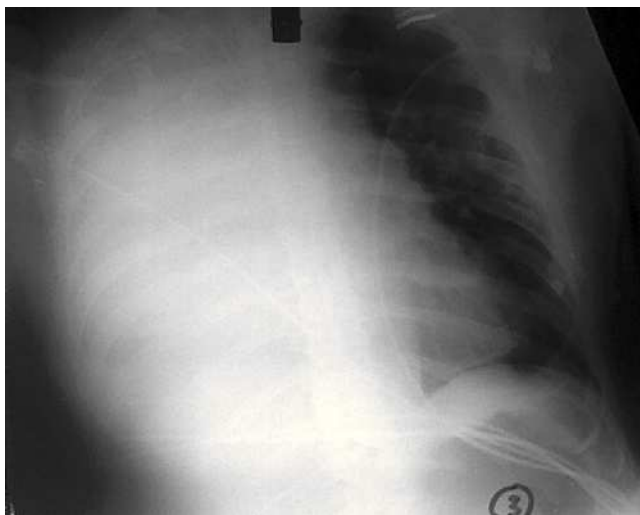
Radiografía pósterio anterior (PA) de tórax realizada al ingreso en la Unidad de Cuidados Intensivos que muestra pulmón derecho blanco.
